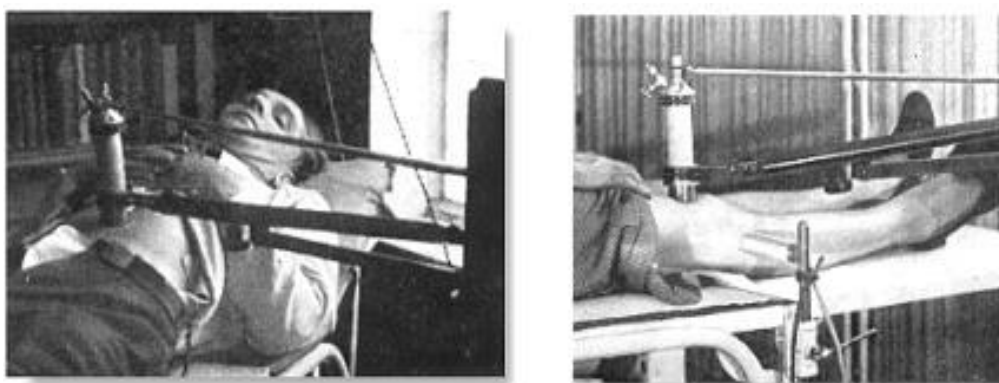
O ultrassom como método terapêutico. Imagens das aplicações terapêuticas do ultrassom nos anos 40. A esquerda o uso do ultrassom em úlceras gástricas e a direita em artrite. Reproduzido de [HTTP://www.ob-ultrasound.net/therapy.html](http://www.ob-ultrasound.net/therapy.html) .
